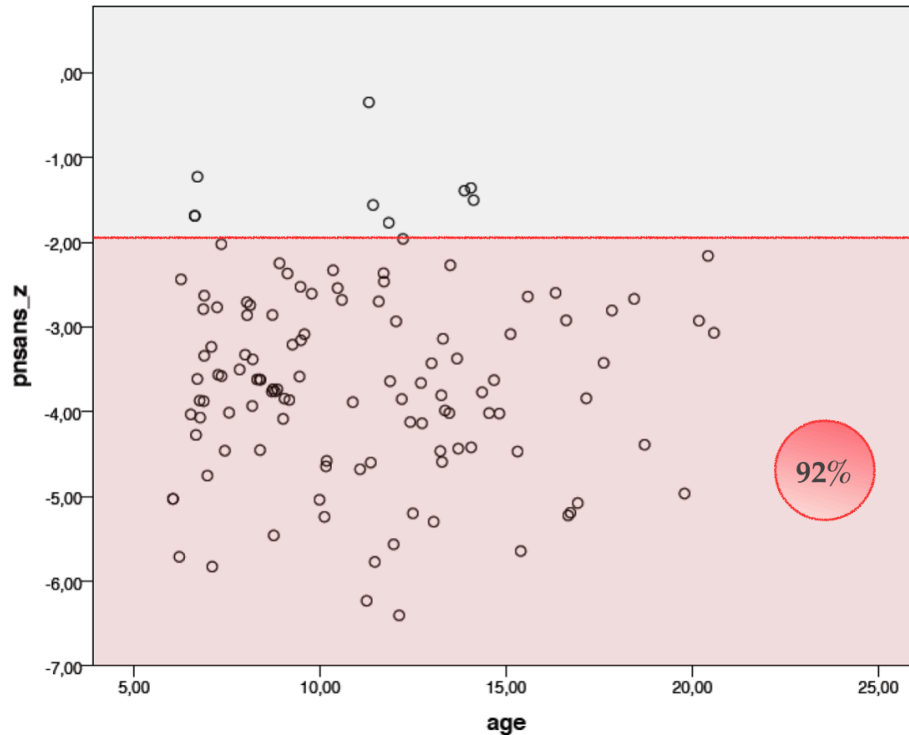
Représentation du score Z pour la longueur du maxillaire, montrant une diminution par rapport à la normale, stable dans le temps pour 92% des radiographies
